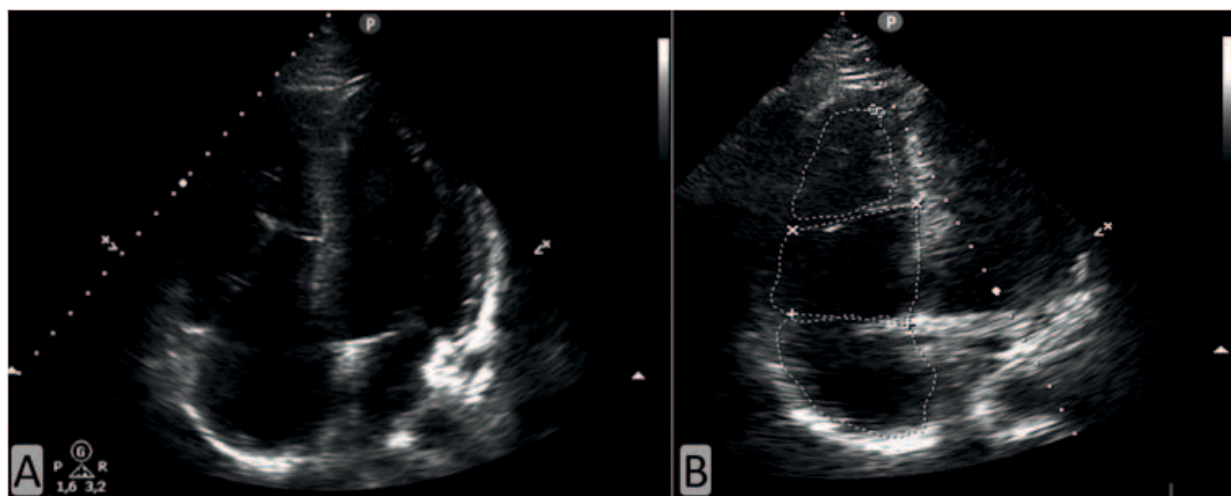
Ecocardiograma Doppler. A. Se observa desplazamiento apical de la válvula tricúspide (valva septal de la tricúspide $>8 \text{ mm}^2$ de superficie corporal), comparado con la válvula mitral (Carpentier tipo I), que condiciona insuficiencia tricúspide leve, con aurícula derecha dilatada y ventrículo derecho pequeño (B), estableciéndose el diagnóstico de Anomalia de Ebstein.
